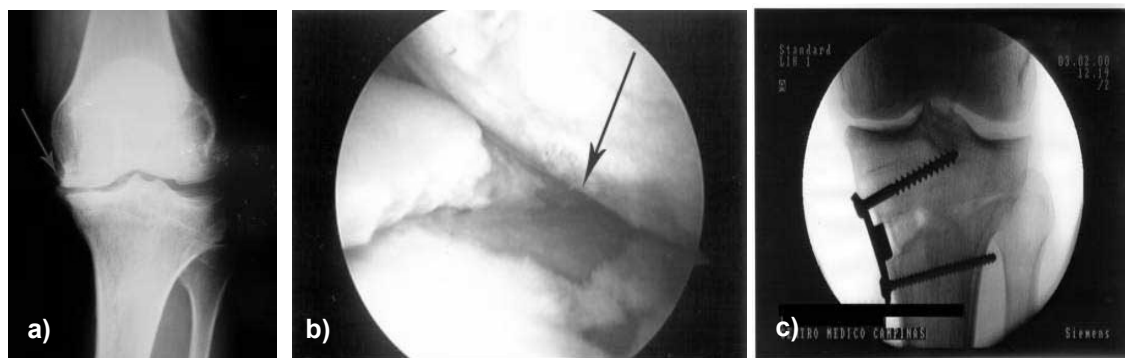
a) Radiografia a joelho com artrose [79]; b) Imagem de artroscopia do joelho [79]; c) Radiografia de um joelho com osteotomia tibial de correção [80].
